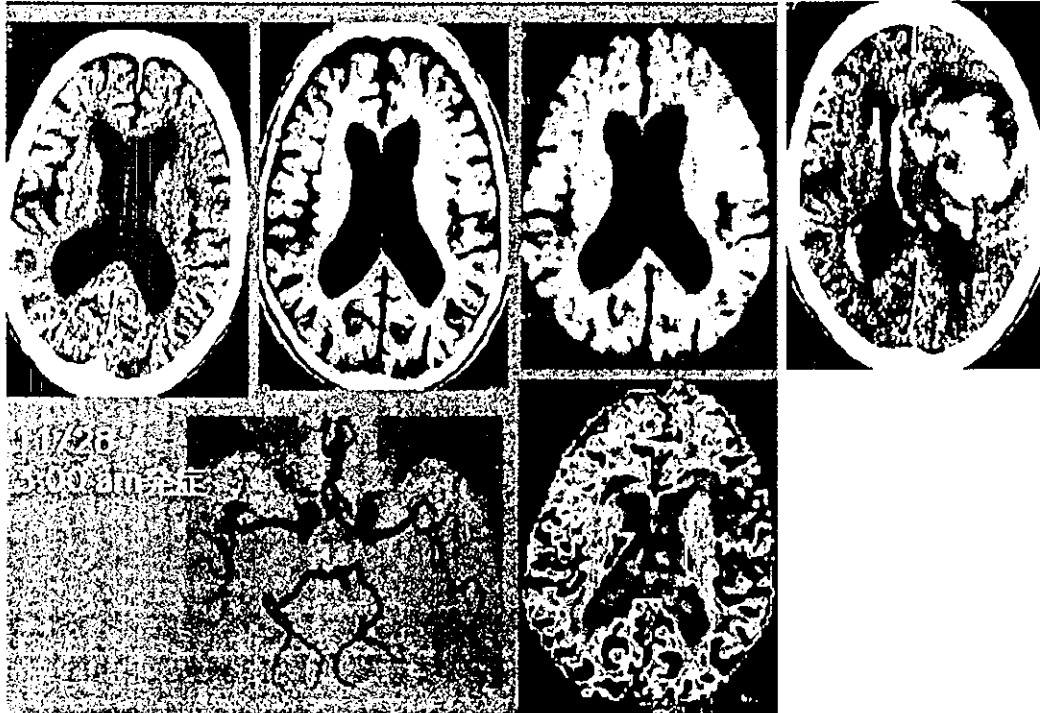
ヘパリン投与中に高度な出血性梗塞をきたした症例〔TT, 69歳, 女性, Af, OMI, M-V prolapse, 右片麻痺, 全失語, 深夜に意識障害進行, (ヘパリン, グリセロールのみ) 心房細動による心原性脳塞栓で入院。比較的局限していたため, ヘパリンの持続点滴投与を行っていたが, 22時間後より急激に悪化。緊急CTで高度な出血性梗塞による脳ヘルニアを認めた。
